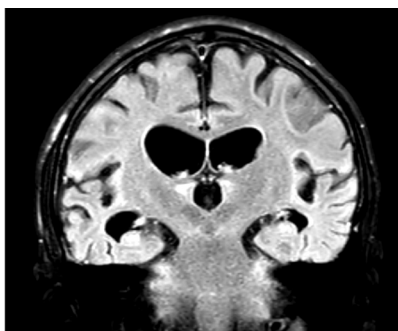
МРТ через 3 года от начала заболевания: атрофия головного мозга, максимально выраженная в височных долях
